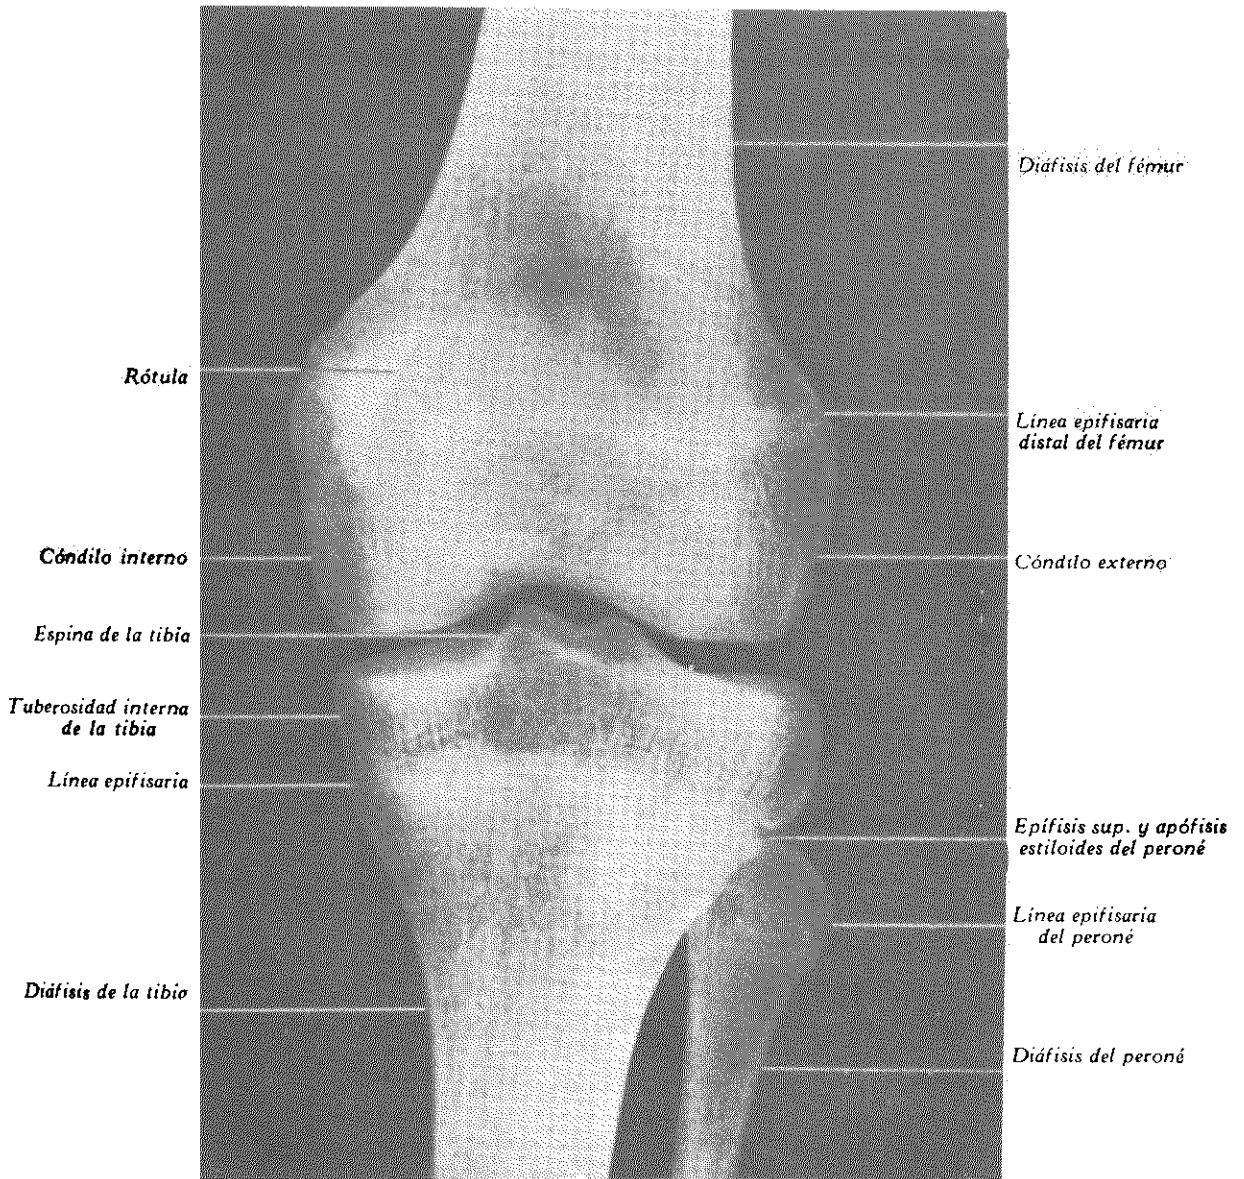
RADIOGRAFIA ANTERIOR DE RODILLA EN EXTENSIÓN EN ADULTO DE 18 AÑOS.
